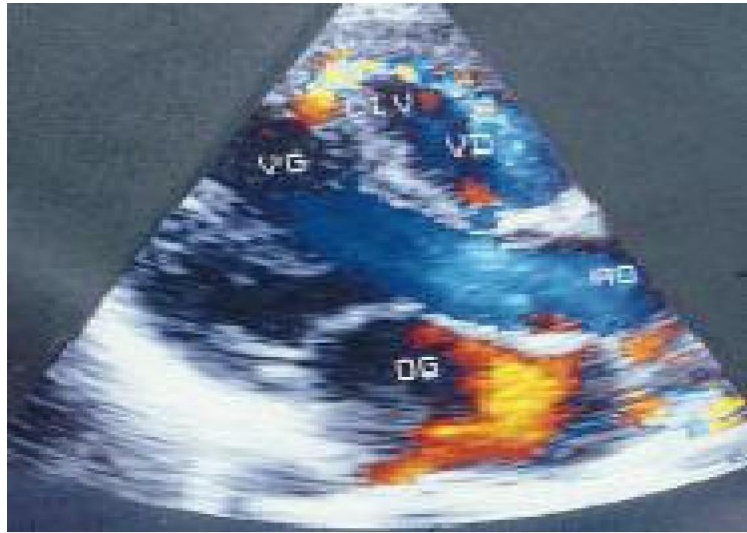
Communication inter-ventriculaire basse (échocardiographie-doppler à codage couleur) [7].
